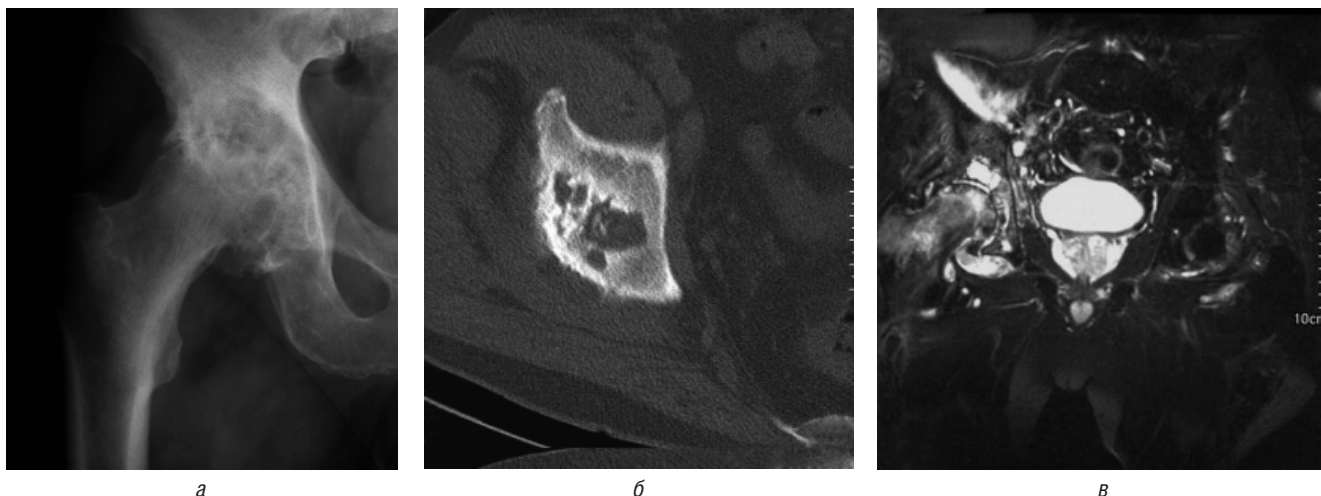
Обзорная рентгенограмма в прямой проекции (а), аксиальный срез компьютерной томограммы в костном окне (б), коронарный срез магнитно-резонансной томограммы T2-ВИ (в). Правосторонний туберкулезный коксит. Полость деструкции в теле правой подвздошной кости, открыта в ягодичную область, содержит секвестры. Контактная деструкция головки бедренной кости. Параартикулярные абсцессы
